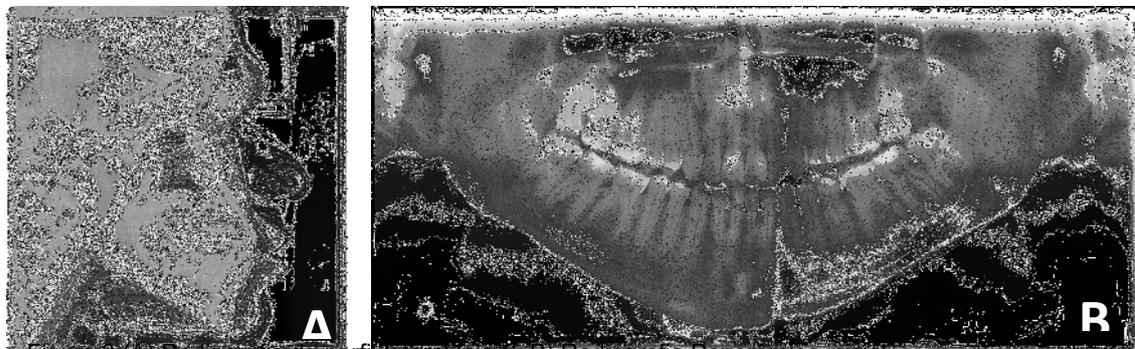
(A) Radiografia de perfil lateral inicial. B) Radiografia Panorâmica inicial.
